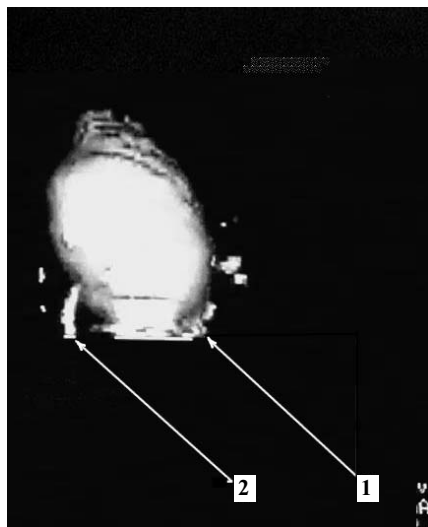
Компьютерная томограмма с контрастированием с последующей 3D-реконструкцией. Стеноз ЛМС, гидронефроз слева. Стрелками обозначены: 1 — гидронефротически измененная почка, 2 — мочеточник.
